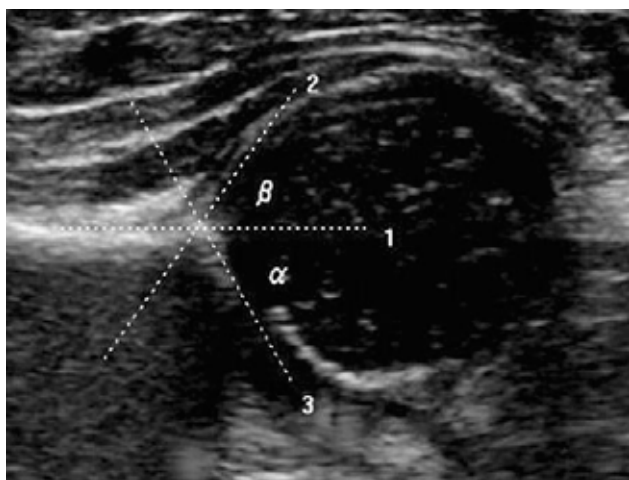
Ecografia no plano coronal de uma anca não patológica com medição dos ângulos alfa e beta.
